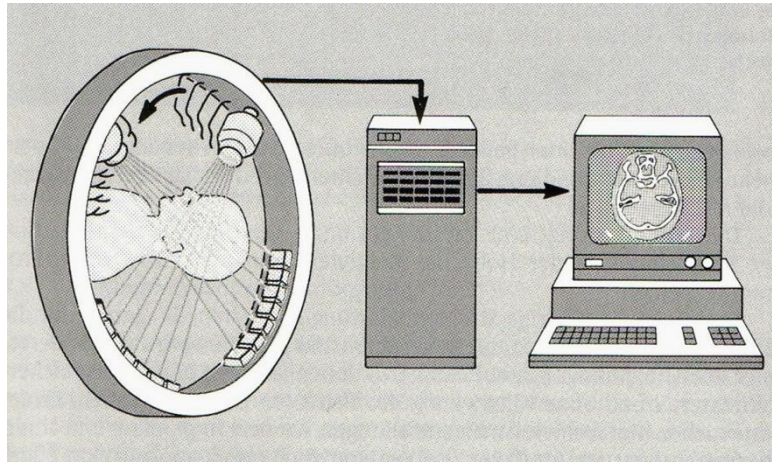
Prinzip der Computertomographie mit dem in einem drehbaren und zur Horizontalebene kippbaren Tunnel (Gantry) liegenden Patienten (PASLER FA 2003, S. 171)
